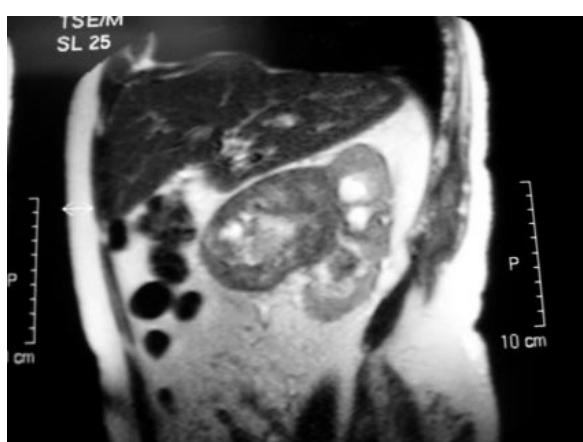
Gran tumor renal derecho (confirmado como adenocarcinoma tras la cirugía) diagnosticado mediante ecografía tras episodios de hematuria recidivante y dolor en fosa renal e hipocondrio derecho, completado el estudio posteriormente con RNM.
